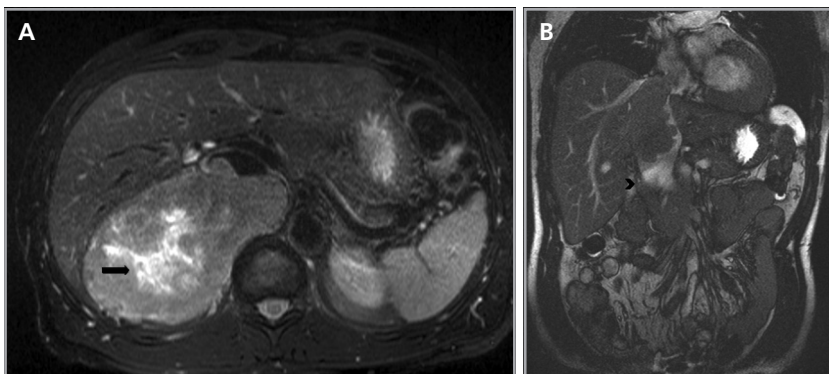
Carcinoma suprarrenal derecho. Corte axial de resonancia magnética ponderado en T2 con saturación grasa (a) en que se demuestra una masa suprarrenal derecha con áreas hiperintensas en su espesor probablemente determinadas por necrosis (flecha) y corte coronal en secuencia TRUFISP (b) en que se observa un trombo tumoral que expande el lumen de la vena cava inferior (cabeza de flecha).
